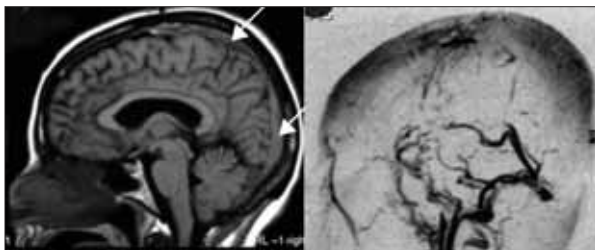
Ressonância magnética cerebral demonstra trombo no seio longitudinal superior (setas) e veno-RM mostra ausência de visualização do seio longitudinal superior.
